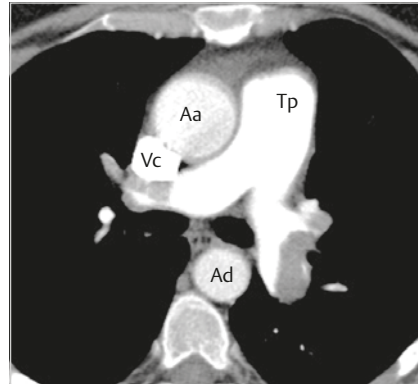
Spiral-CT: Frische, kontrastmittelumspülte Thromben in der rechten und linken Pulmonalarterie (zentrale Lungenembolie) und in segmentalen Oberlappenarterien beidseits. Aa: Aorta ascendens, Ad: Aorta descendens, Tp: Truncus pulmonalis, Vc: V. cava superior (aus Krombach, Mahnken, Radiologische Diagnostik Abdomen und Thorax, Thieme, 2015).
